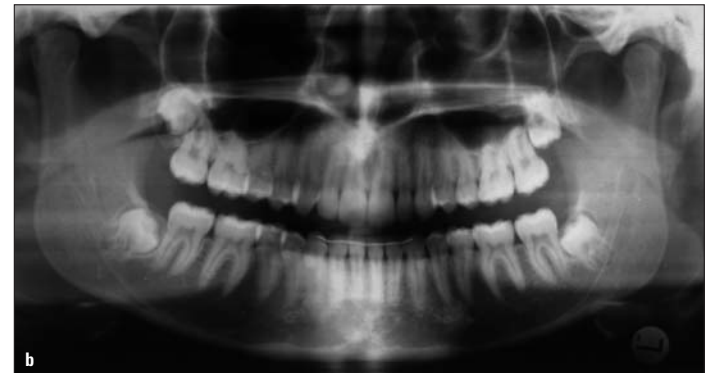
Röntgenbilder Anfangsbefund.
